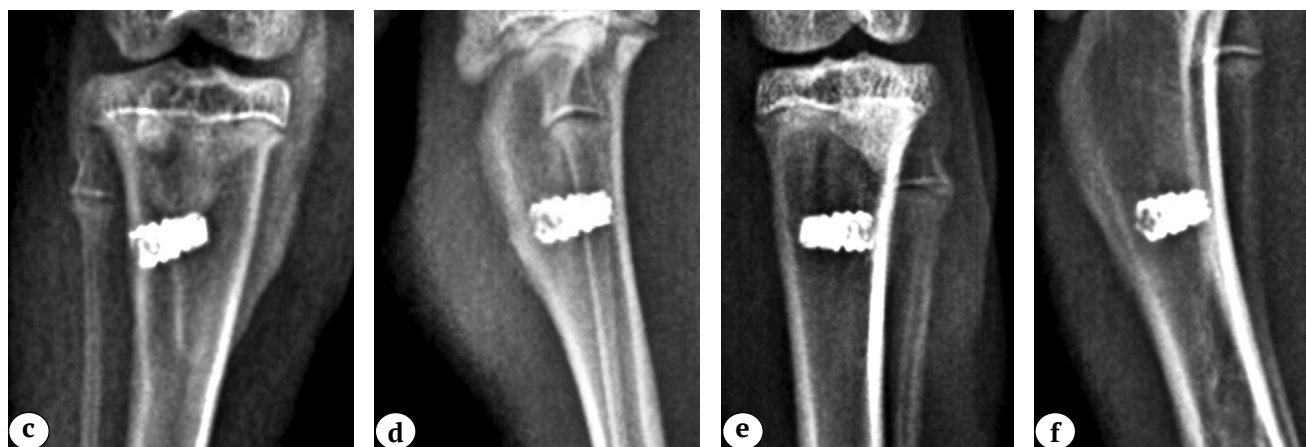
(c, d, e, f). Рентгенограммы проксимального отдела бедренной кости кроликов через 4 нед. после имплантации 3D-имплантатов:
